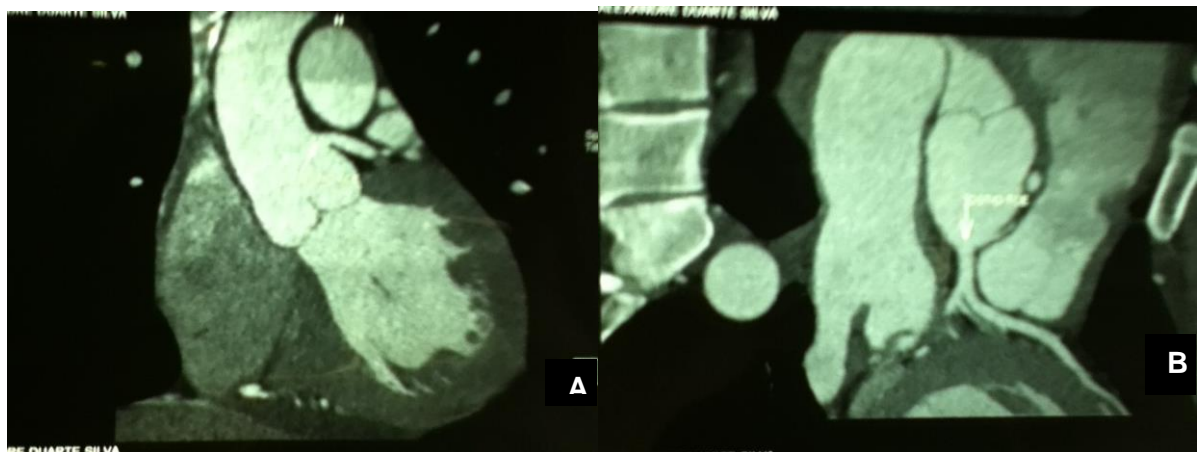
Angiotomografia de coronárias em tomógrafo multislice 64 canais. Em A, visualiza-se o ventrículo esquerdo, aorta e tronco de coronária esquerda com origem em seio coronariano esquerdo preenchidos por contraste. Em B, TCE em origem anatômica (seta branca).
